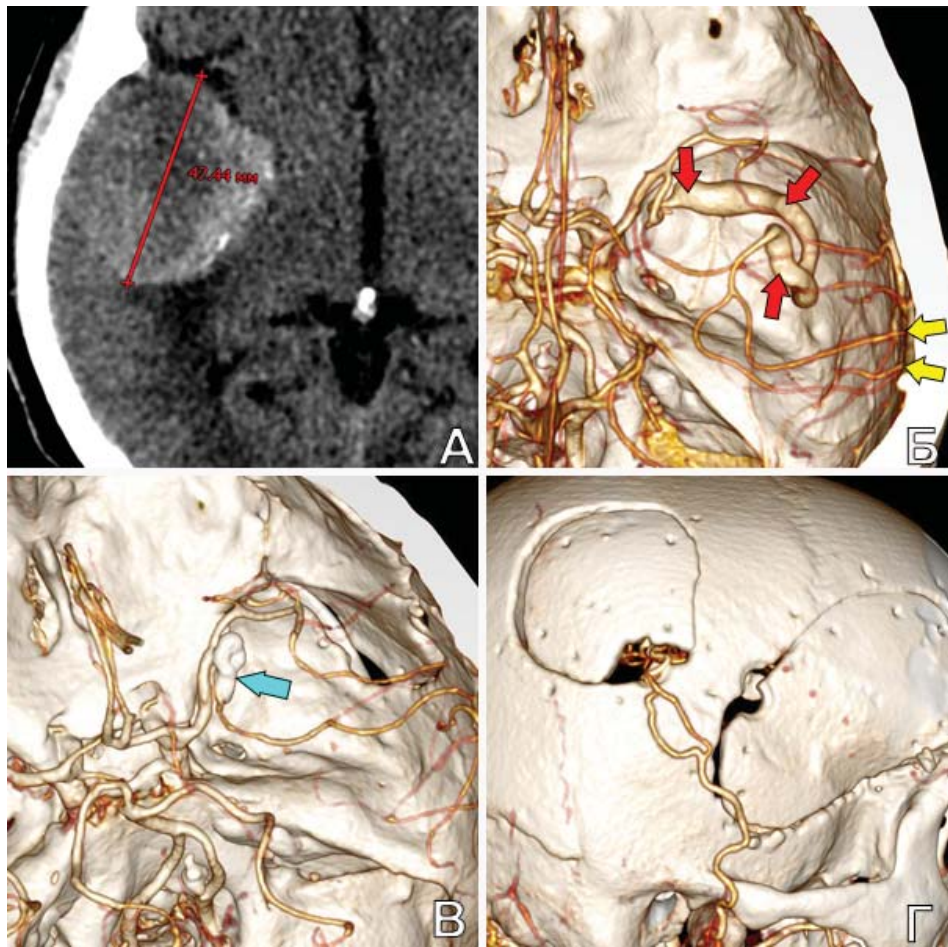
Проксимальное клипирование гигантской фузиформной ЧТА М2-сегмента СМА после создания двухствольного ЭИКМА у пациентки Л., 75 л.
